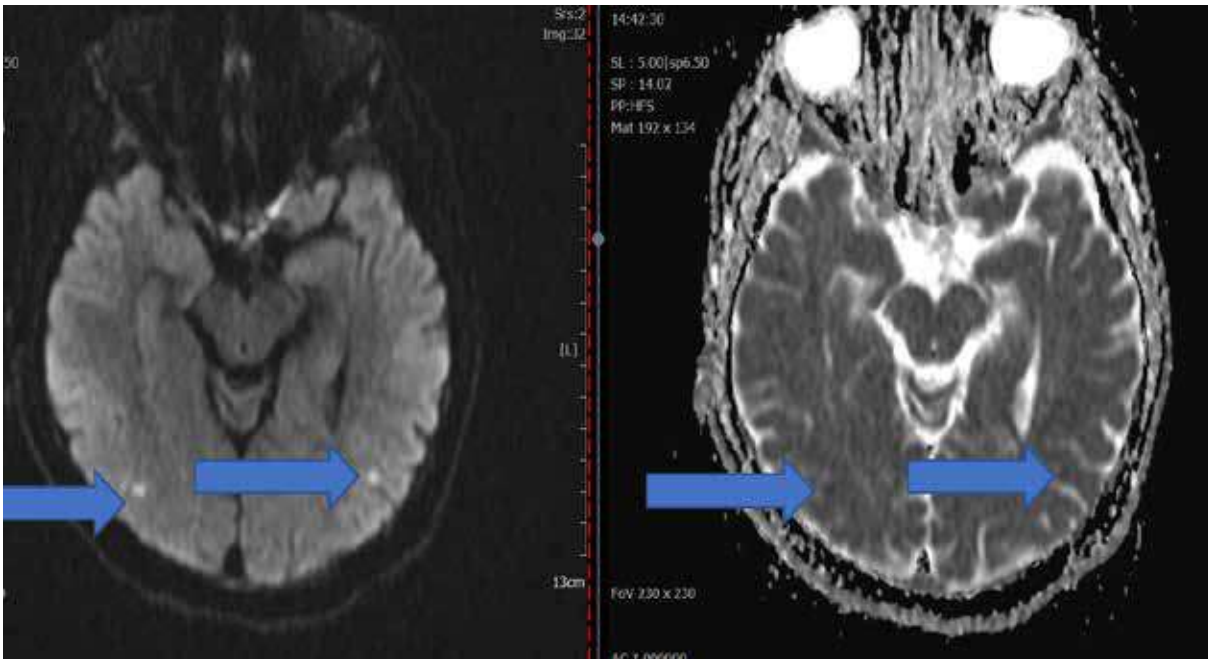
Diffusion Magnetic Resonance Imaging of Multiple Cerebral Infarctions
